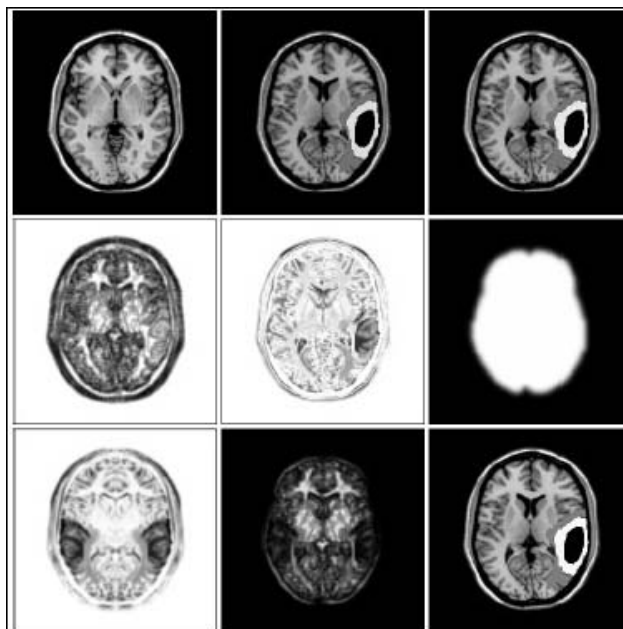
Tomografia de um cérebro lesionado acidentalmente.
